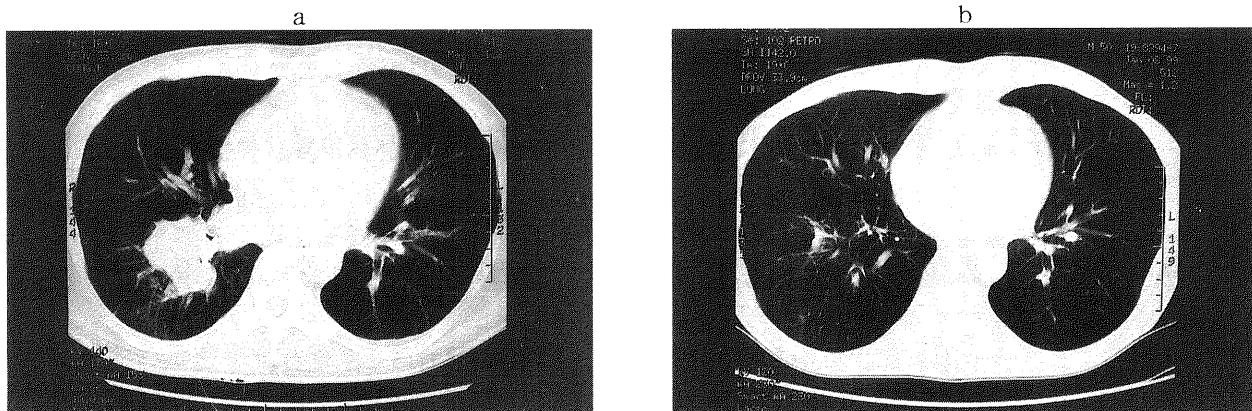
症例2における胸部CT所見。a. 初診時, b. PBSCT後。肺門部腫瘍の消失を認めた。
